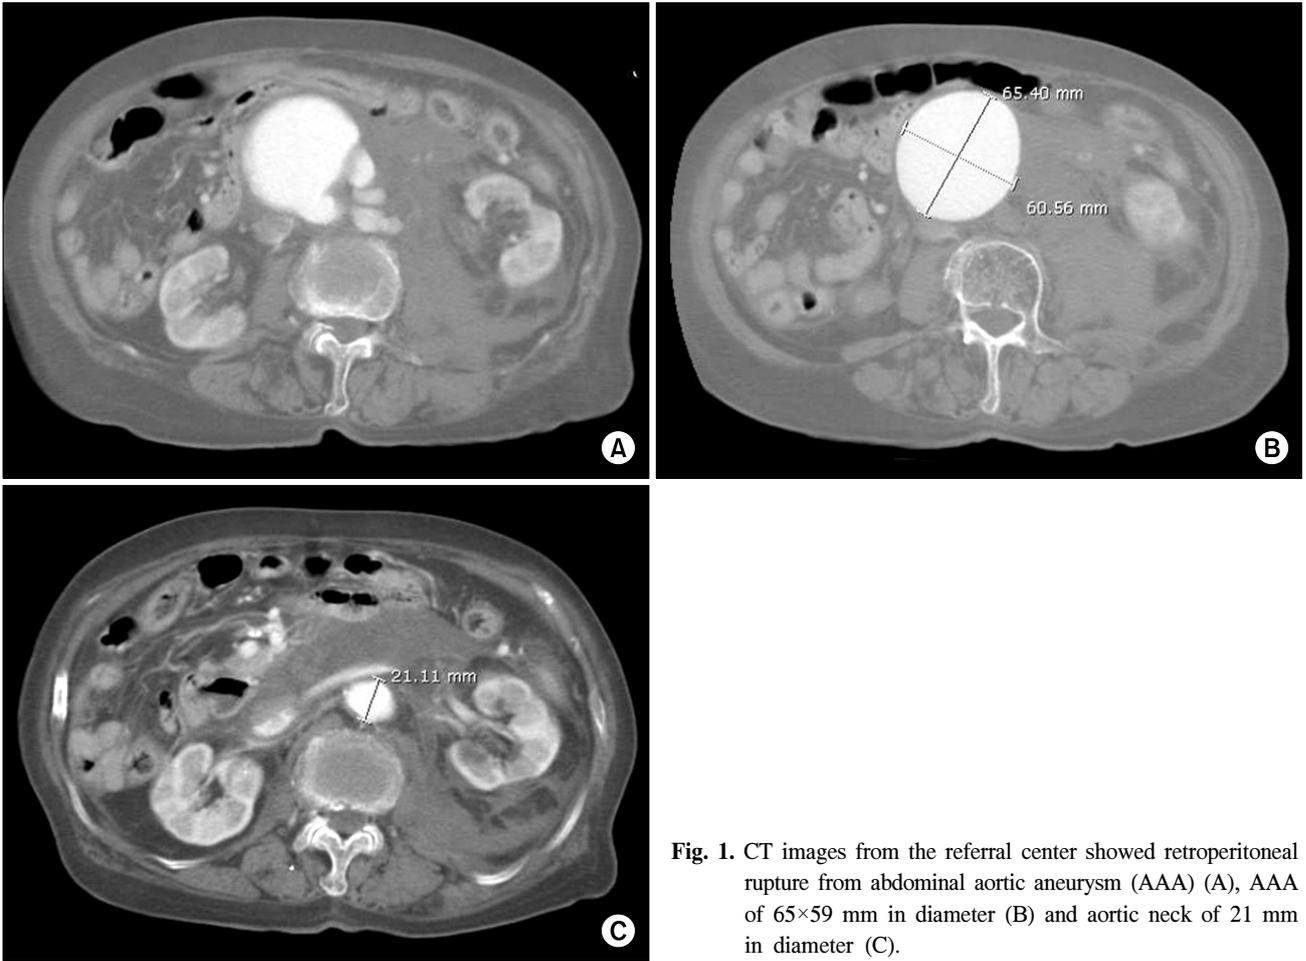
CT images from the referral center showed retroperitoneal rupture from abdominal aortic aneurysm (AAA) (A), AAA of 65×59 mm in diameter (B) and aortic neck of 21 mm in diameter (C).
